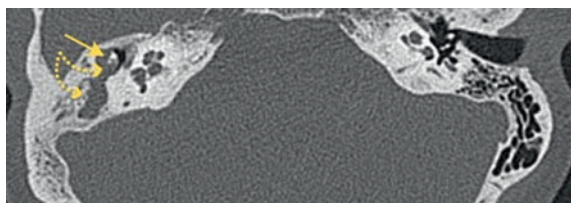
Предоперационная КТ височных костей, аксиальная проекция. Цепь слуховых косточек изменена (стрелка), субстрат в барабанной полости, аттике, антруме и периантральных клетках (пунктирная стрелка)
